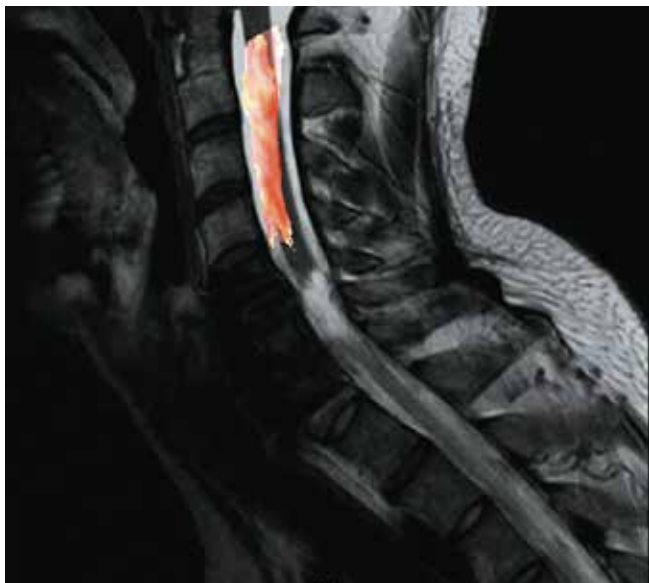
Пациент С., 26 лет. Магнитно-резонансная томография с трактографией шейного отдела позвоночника: компрессионно-оскольчатый перелом С6–С7
